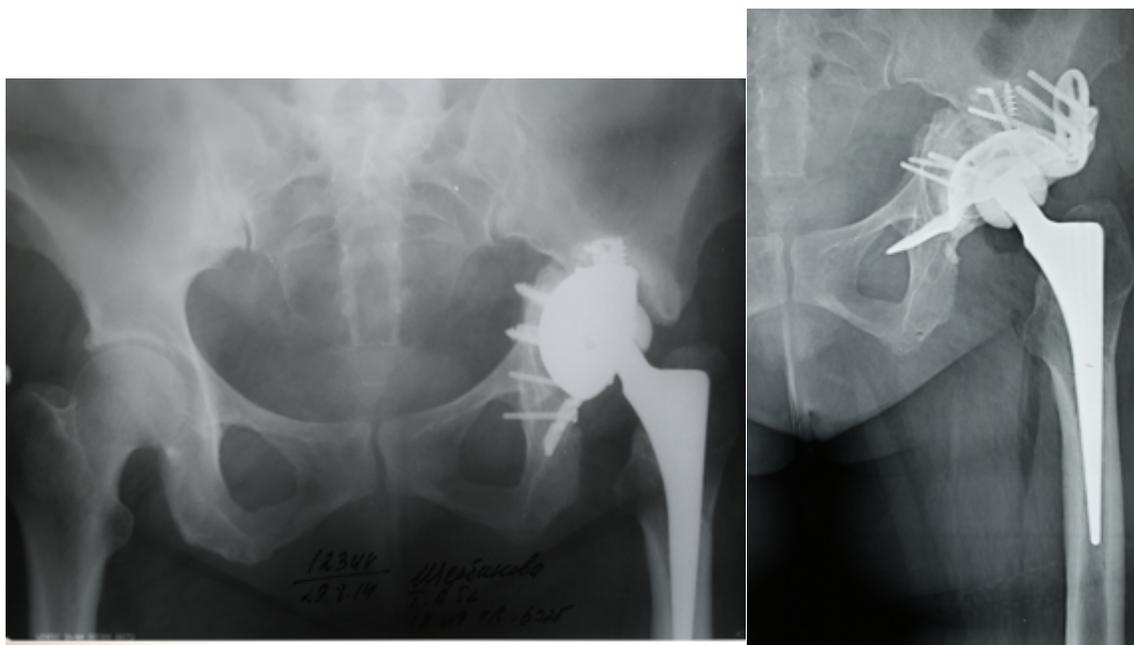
Рентгенограммы пациентки 52 лет с последствиями перелома вертлужной впадины, первичное эндопротезирование ТБС через 6 месяцев после травмы: а) при первичном эндопротезировании выполнен остеосинтез задней колоны и установлена пресс-фит чашка с дополнительной фиксацией винтами, расшатывание через два года; б) при ревизии выполнена импакционная костная пластика и установлен кейдж Burch-Schneider
